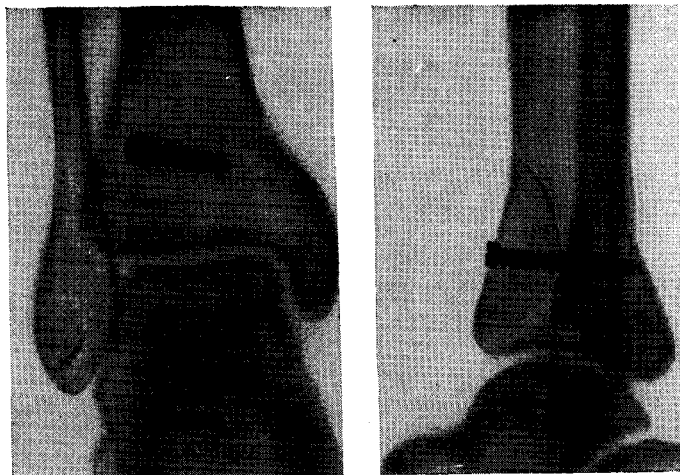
Отломок переднего края большеберцовой кости фиксирован винтом. Рентгенограмма.
